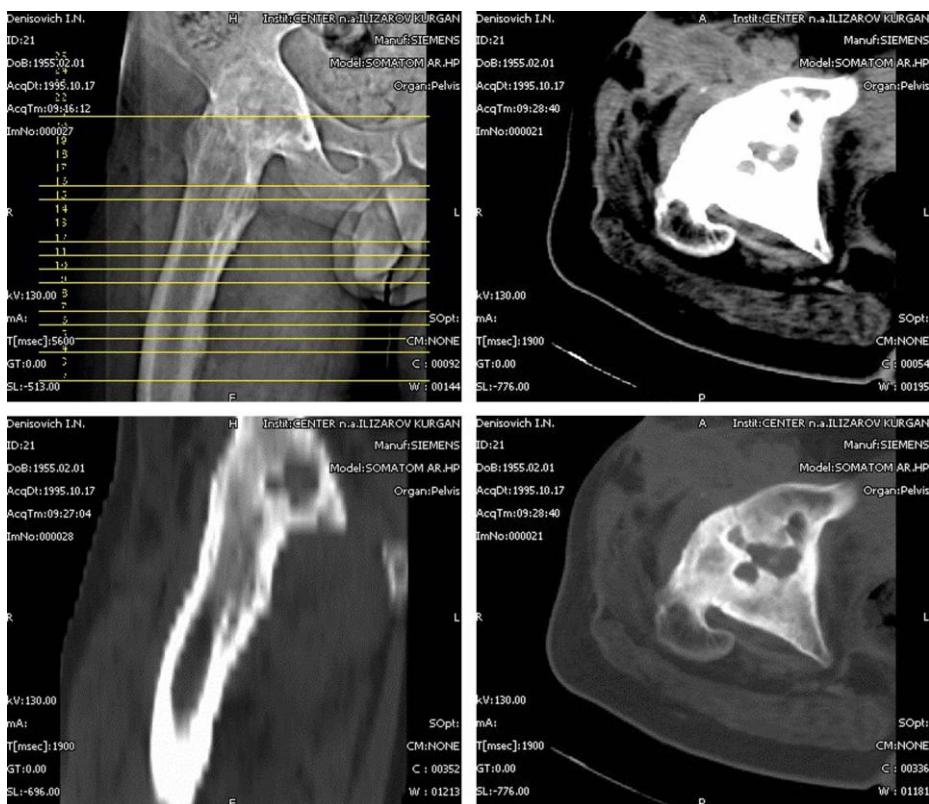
Компьютерные томограммы бедра больного С., 40 лет. Диагноз: хронический гематогенный остеомиелит бедренной кости, анкилоз тазобедренного сустава. На КТ-изображениях выявлена остеомиелитическая полость в форме трилистника, секвестр в центре ее, щелевидный внутрикостный свищ, утолщение переднего листка суставной капсулы, выпот в тазобедренном суставе, свищ в мягких тканях.
